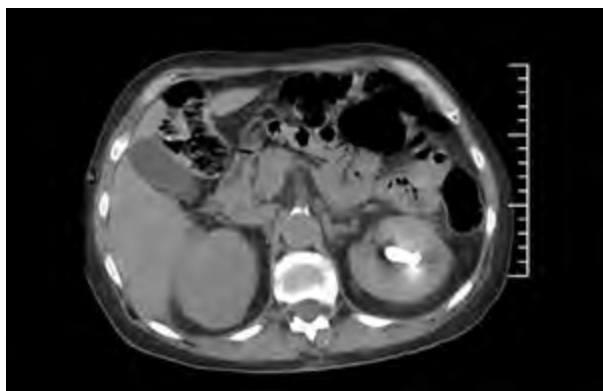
TAC abdominal, posterior a retiro de nefrostomía, se evidencian riñones sin aire en corteza ni secuelas.
